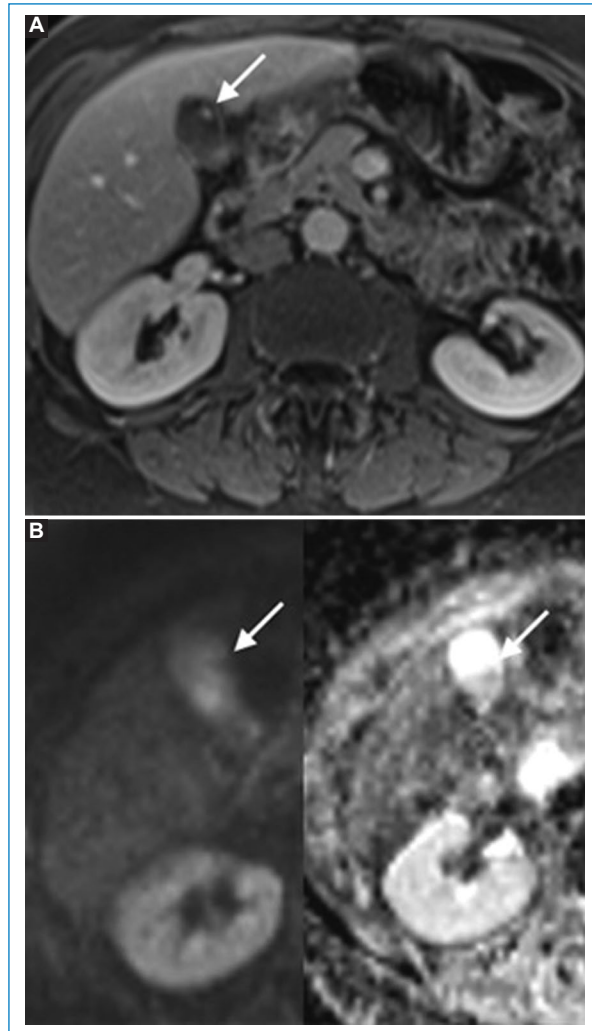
Varón de 46 años en estudio por dolor abdominal y diarrea, con hallazgo incidental de pólipo vesicular en la ecografía. RM de abdomen. A: secuencia ponderada en T1 con saturación grasa con gadolinio. B: secuencias de difusión b800 y CDA, plano axial, muestran realce del pólipo, sin restricción en difusión (flechas).
